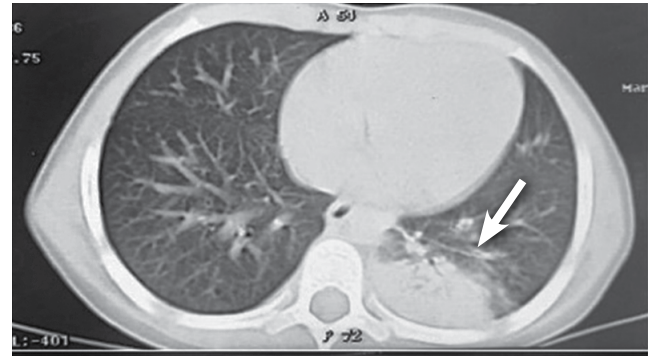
Tomografía de tórax con ventana pulmonar. Se observa consolidación neumónica con broncograma aéreo, sin pérdida de volumen, que está localizada en el segmento basal posterior del lóbulo inferior en el pulmón izquierdo.
